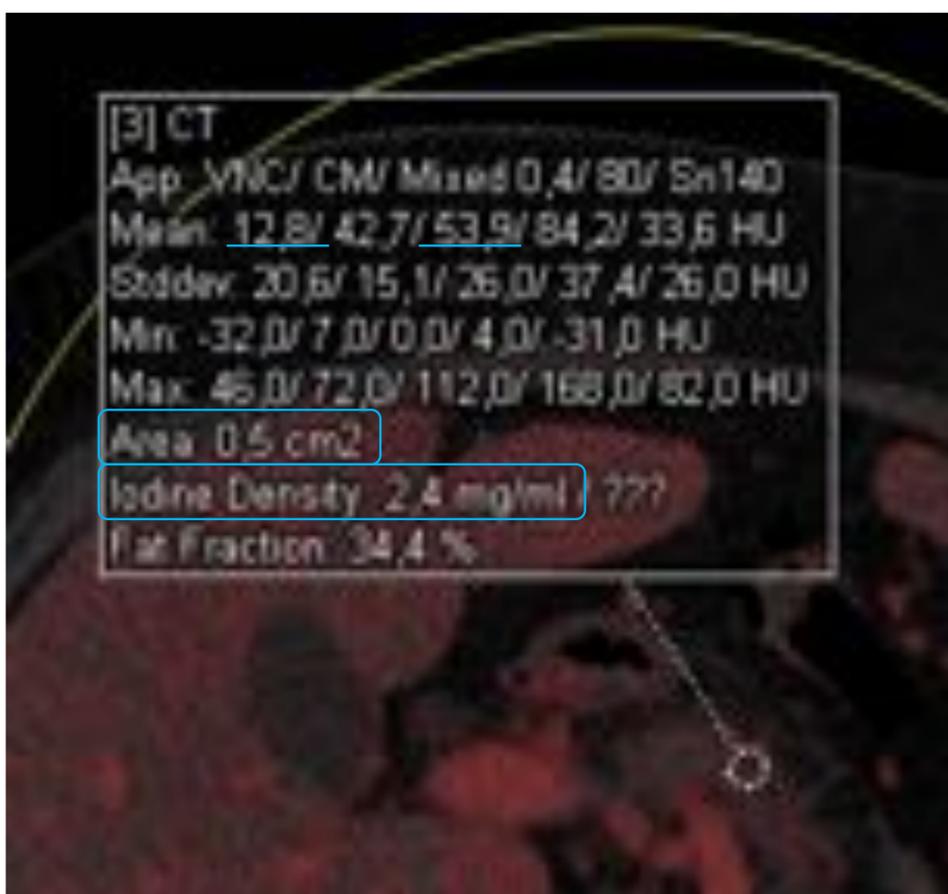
Cuadro de texto del programa TC Energía Dual de *syngo.via*, en el que se registra el área del ROI (0,5 cm²), la densidad de iodo (2,4 mg/mL) y los valores sin (12,8 UH) y con CIV (63,9 UH)
